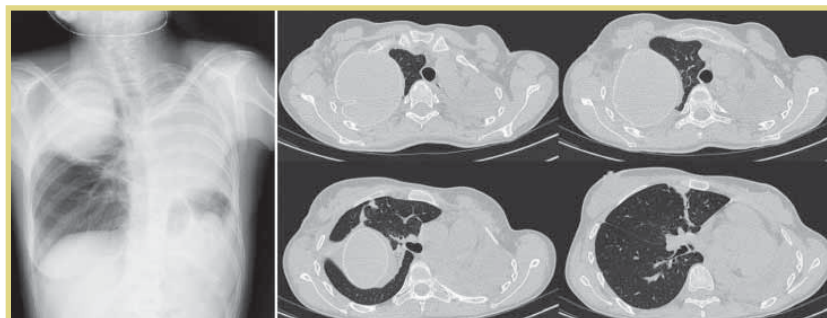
Рентгенограммы и КТ ОГК после 2-го этапа хирургического лечения
